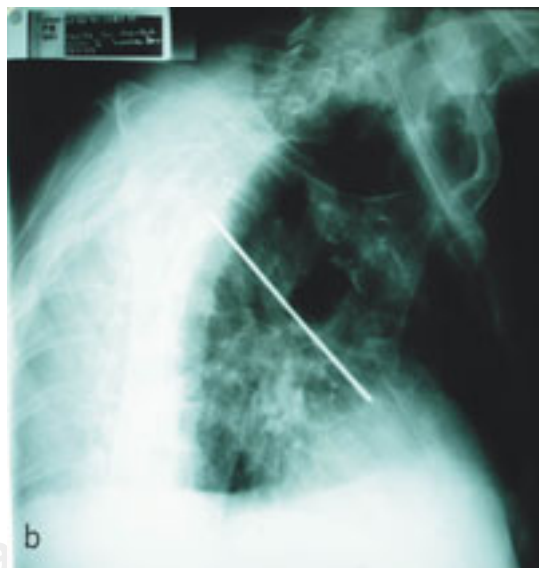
Radiografía PA y lateral de tórax. Se observa el clavo cruzando el mediastino de arriba-abajo y de derecha a izquierda en cercanía con el hilio pulmonar izquierdo.
